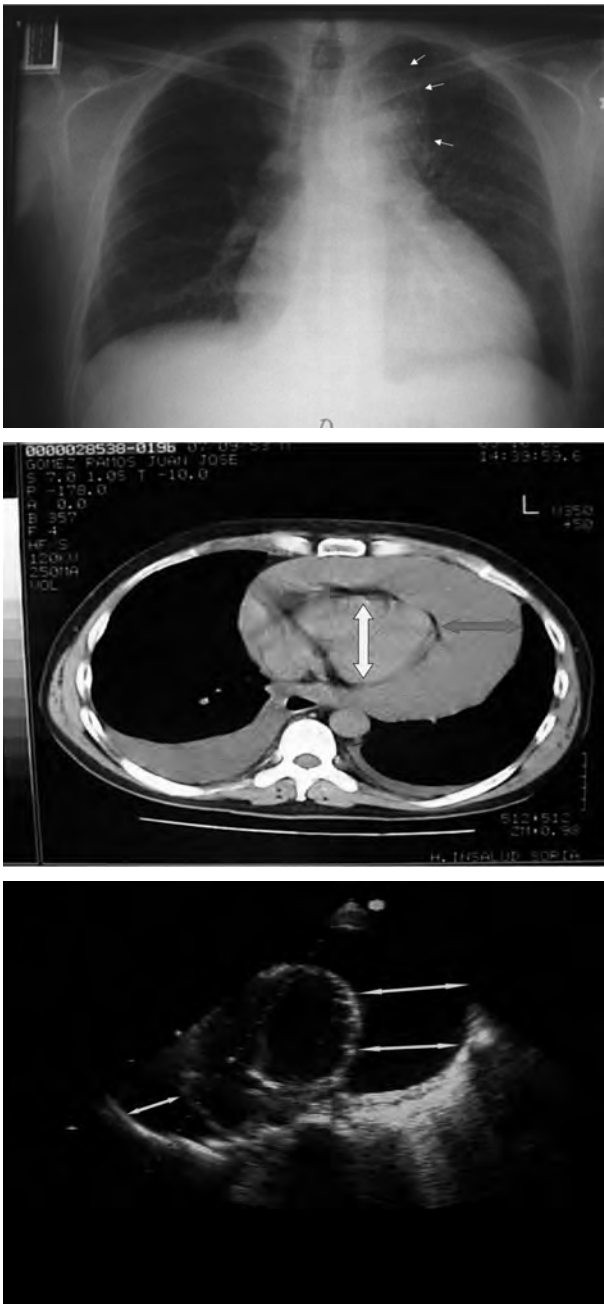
Derrame pericárdico que se observa en el radiografía de tórax (superior, las flechas indican la pérdida de volumen del pulmón izquierdo), en la tomografía computerizada (centro, flechas) y en la ecocardiografía (inferior, flechas).
